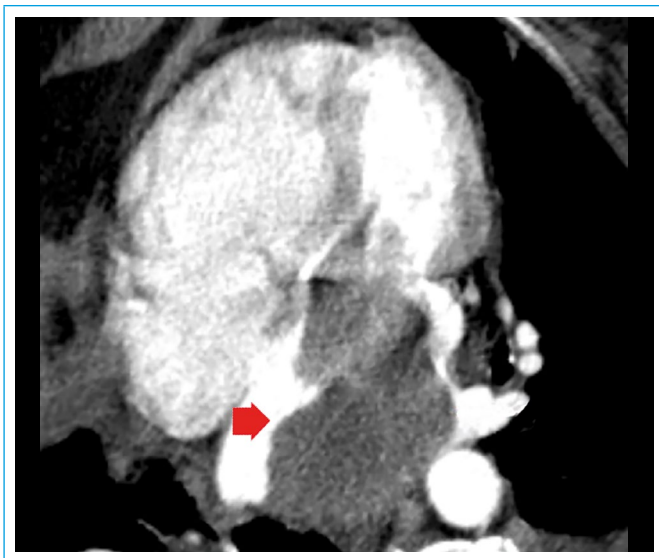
Plano de cuatro cámaras en TC en el que se aprecia la masa intracardiaca (flecha) adherida a la pared posterior de la aurícula izquierda
